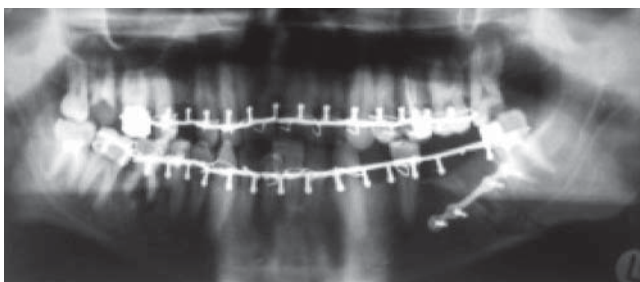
Ortopantomograma cu atelă după Rowe și Williams, (SUA).
